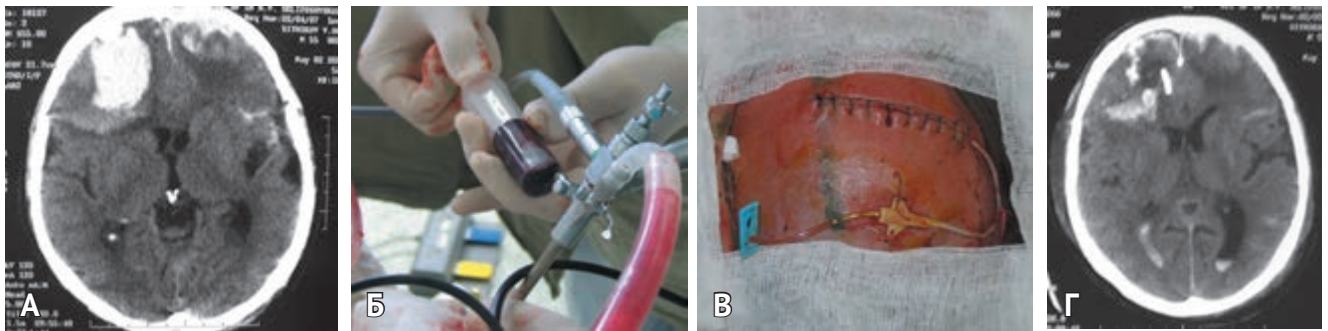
Эндоскопическая аспирация и дренирование травматической внутримозговой гематомы правой лобной доли. А — компьютерная томография головного мозга до операции; Б — ход операции; В — установка катетера в полость гематомы; Г — компьютерная томография головного мозга после операции
